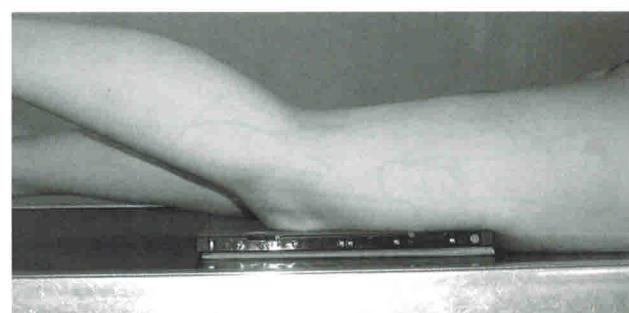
Укладка для рентгенографии коленного сустава в прямой передней проекции лежа на животе
